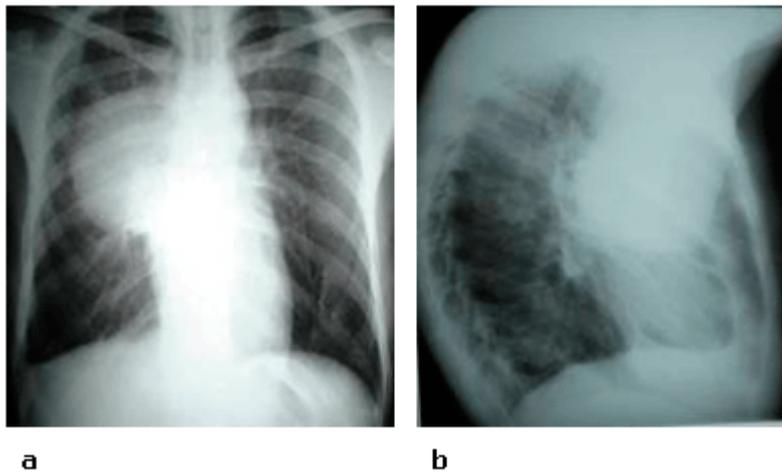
Radiografía de tórax: a) frontal; b) lateral derecha.
